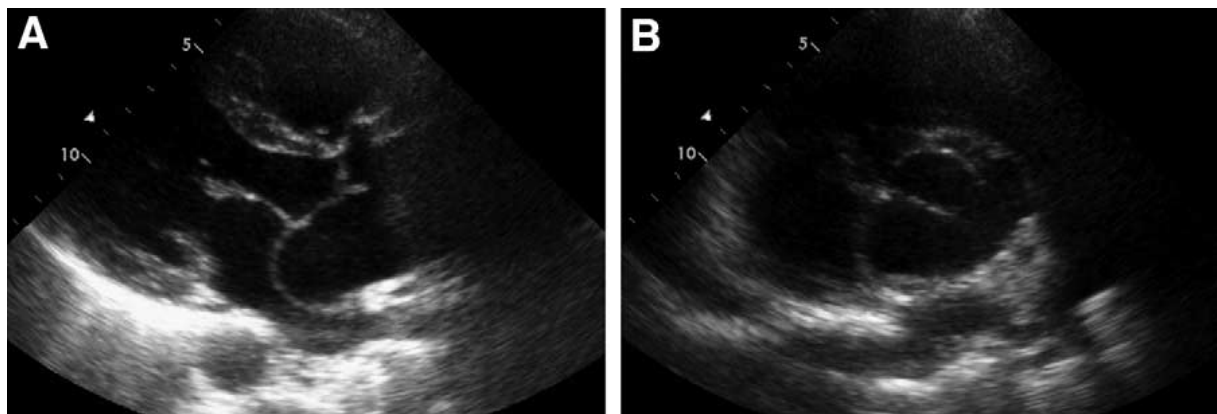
Images échocardiographiques d'une bicuspidie aortique et dilatation anévrysmale du sinus non coronaire de Valsalva. A : coupe parasternale grand axe objectivant un large anévrisme – B : coupe parasternale petit axe avec un aspect de bicuspidie et de l'anévrisme
